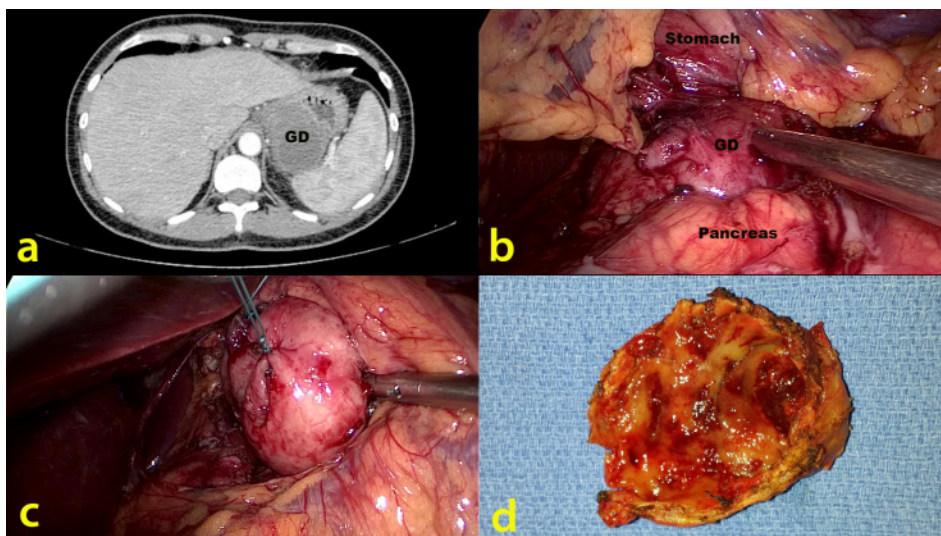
Ressecção laparoscópica de duplicação gástrica com portal único: a) tomografia computadorizada revela um grande cisto (GD=duplicação gástrica) atrás do estômago com contato próximo com hilo do baço e do corpo do pâncreas; b) vista interna mostrando um grande cisto adjacente ao corpo do pâncreas, mas com plano de clivagem claro, podendo-se separar o pâncreas do cisto onde não existia plano de clivagem com a parede gástrica, confirmando-se assim duplicação gástrica; c) visão interna mostra sutura da parede gástrica após a ressecção da duplicação gástrica; d) peça cirúrgica
